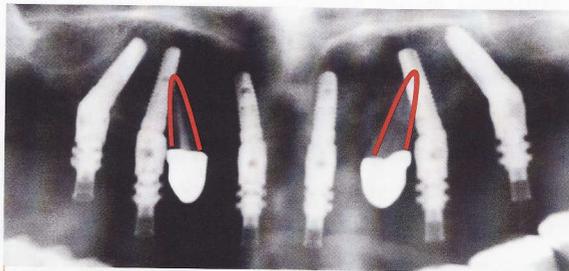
Die 2D-Röntgenkontrolle täuscht hinsichtlich der Implantatlagen.
